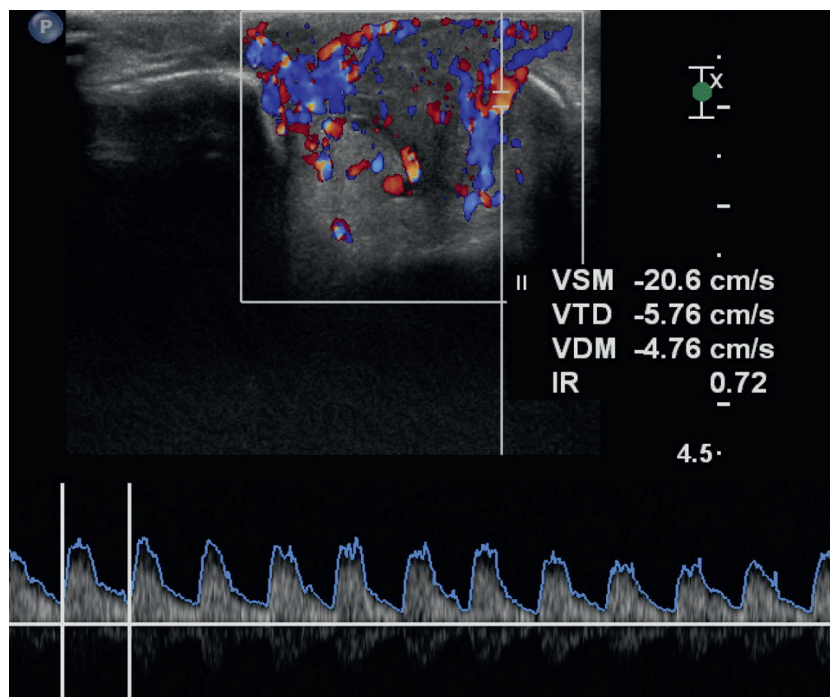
Étude au Doppler à émission pulsée d'un hémangiome de la face. Indice de Résistance IR = 0,72. Documents mis à disposition par les D^{rs} Couture A., Veyrac C., Baud, CHU Montpellier, Radiologie pédiatrique.
